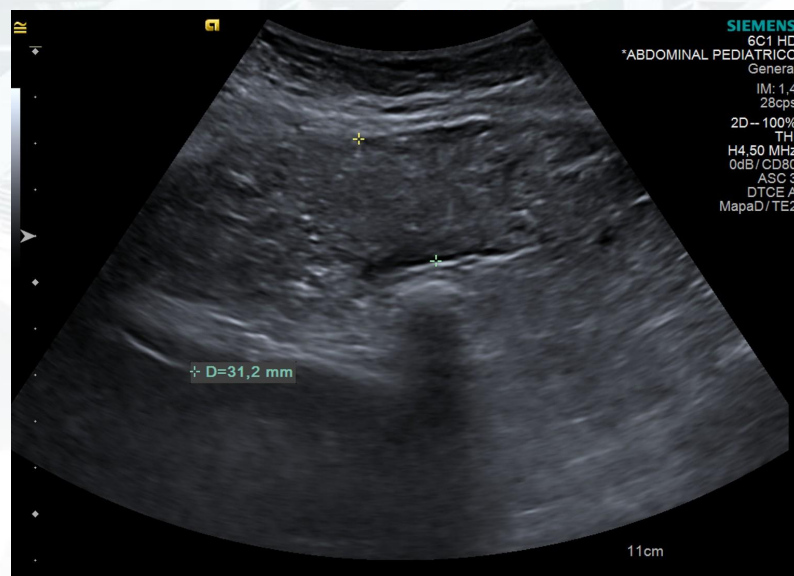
TC abdominal con contraste y ecografía abdominal que muestran un marcado “pastel omental” (Flechas rojas) caracterizado por engrosamiento difuso del omento de hasta 31mm de espesor en región pélvica, con aumento de densidad en TC y aspecto hiperecogénico heterogéneo en ecografía, hallazgos sugestivos de carcinomatosis peritoneal.
